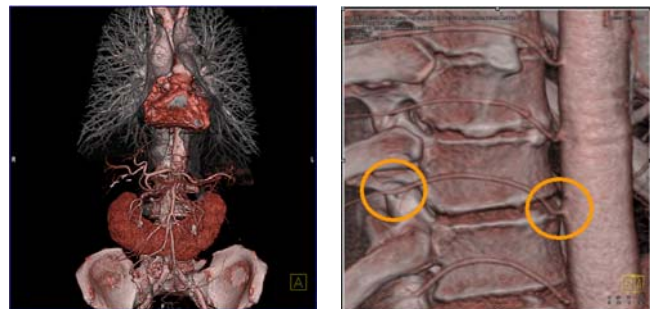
CT-basierte 3D-Darstellungen der Patientenanatomie sind diagnostisch in vielen Fällen entscheidend. Sie sind oft auch als Information für den überweisenden Arzt und für den Patienten wertvoll.
